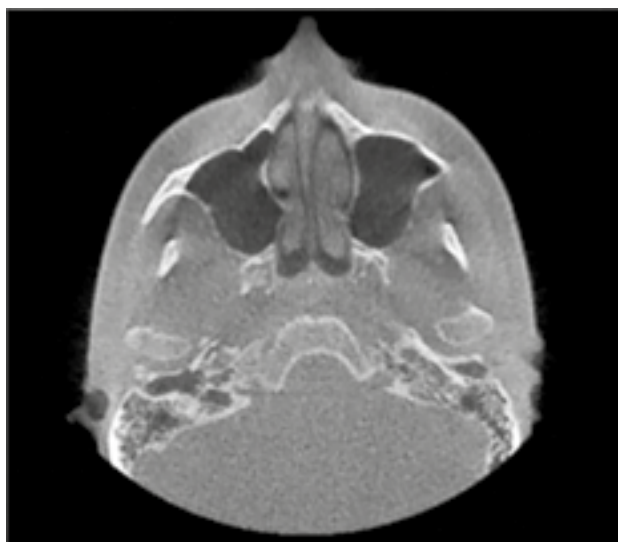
Contrast slab al țesuturilor moi la CBCT 110 kV
